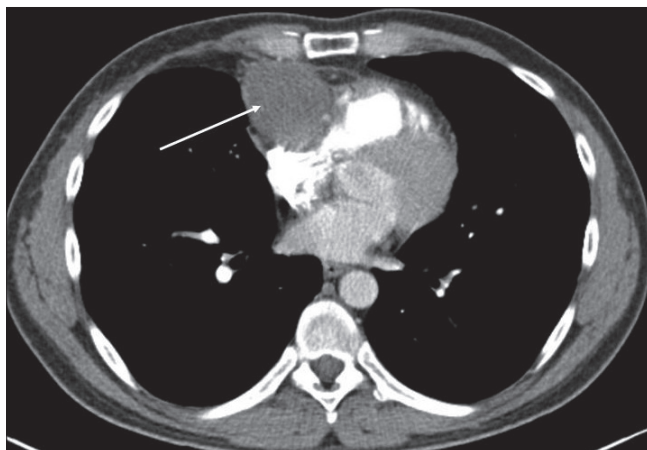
КТ-ангиография органов грудной клетки — ангиосаркома правого предсердия
